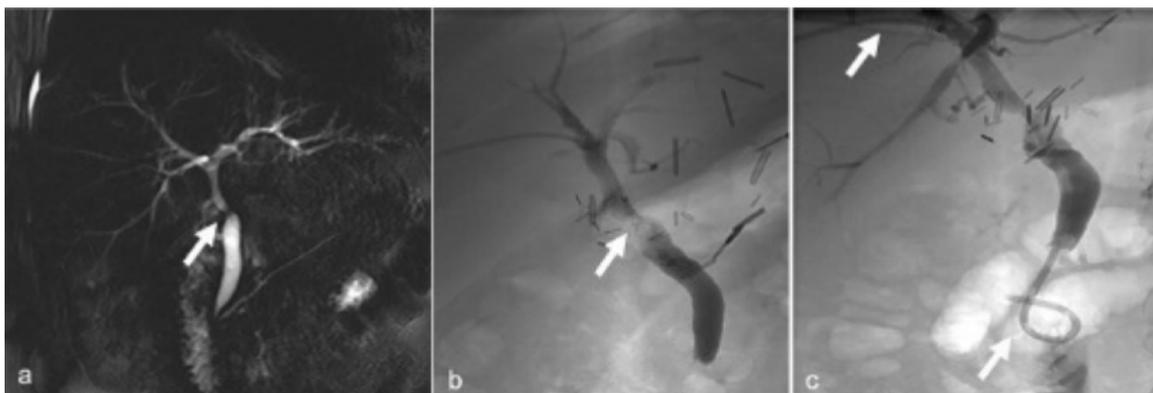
A. Estenosis anastomótica documentada por colangioresonancia. B. Colangiografía percutánea transhepática. C. Se coloca una prótesis biliar plástica mediante abordaje percutáneo a través de la estenosis (48).
